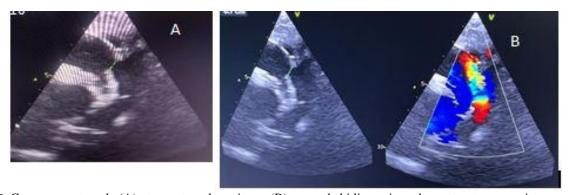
Coupes sus sternale (A) et parasternale petit axe (B) en mode bidimensionnel montrant une persistance du canal artériel
